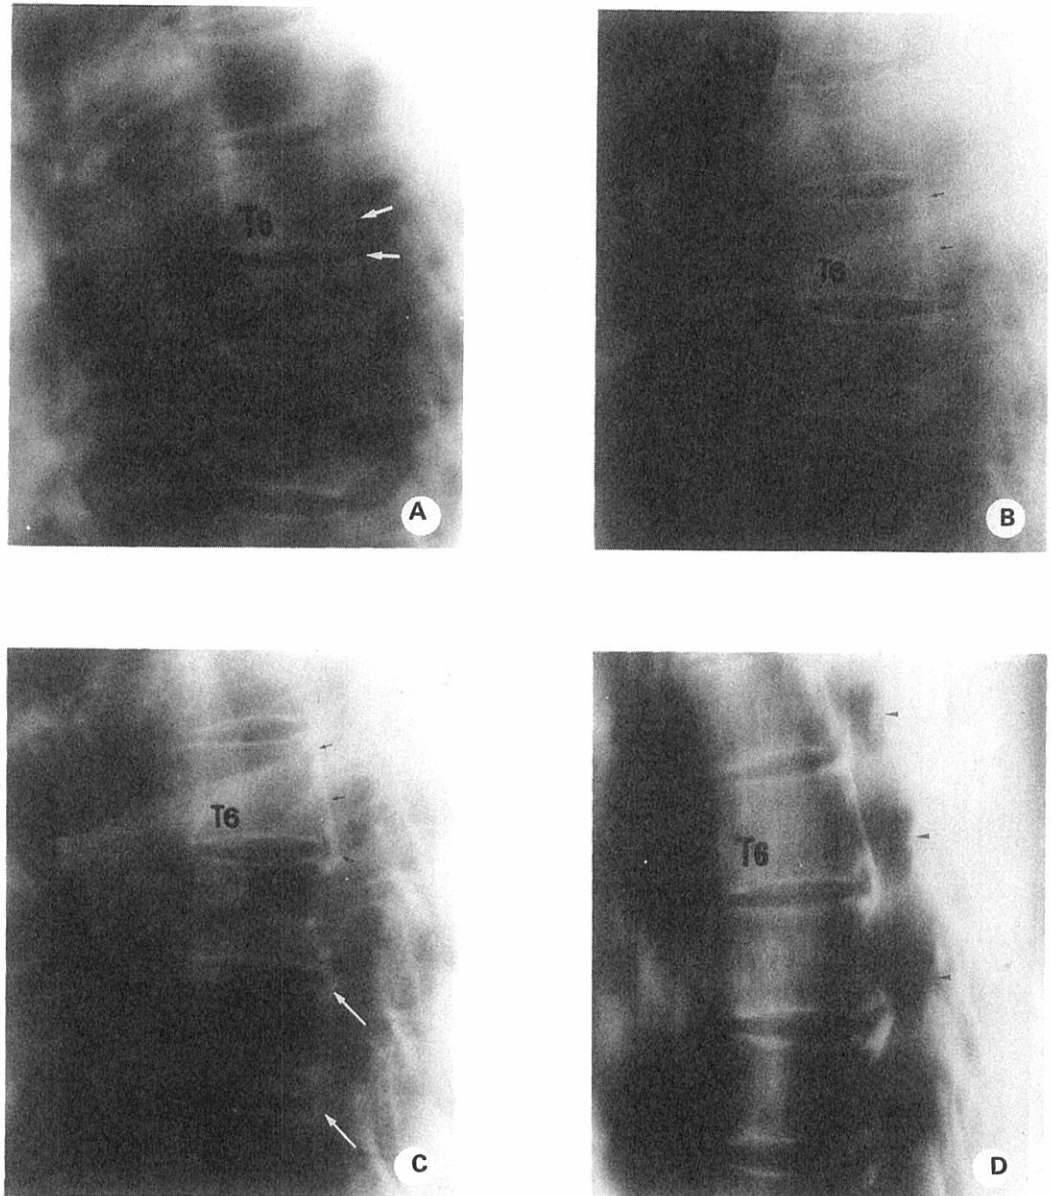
(Case 25) A: Lateral chest radiograph in 1958 at age 43 years shows thin arch-like thoracic PLLO posterior to the intervertebral space of T6-7 (✓). B: Lateral chest radiograph in 1964 shows superior extension of the thoracic PLLO (✓). C: Lateral chest radiograph in 1968 shows development of thoracic PLLO near the posterior intervertebral spaces at T7-8 and T8-9 (✓). D: Lateral tomogram of the thoracic spine in 1978 at age 63 years shows definite bridge-like and linear PLLO with ligamenta flava ossification (✓).
